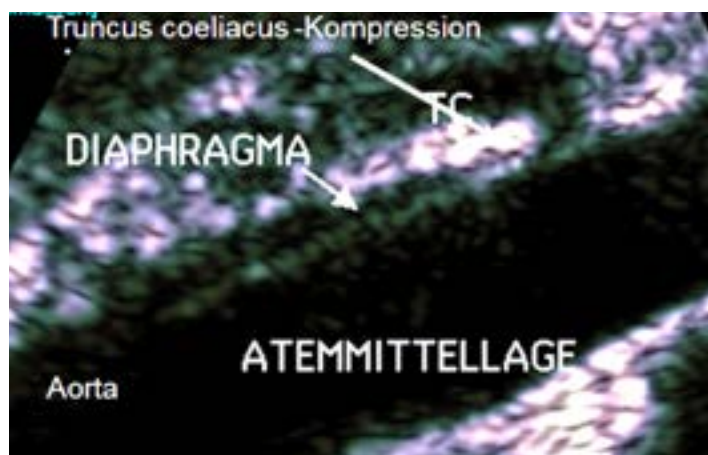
B-mode image of the longitudinal section of the abdominal aorta showing clearly the compression of the celiac trunk (TC) by the inferior portion of the diaphragm – the arcuate ligament (arrow).
